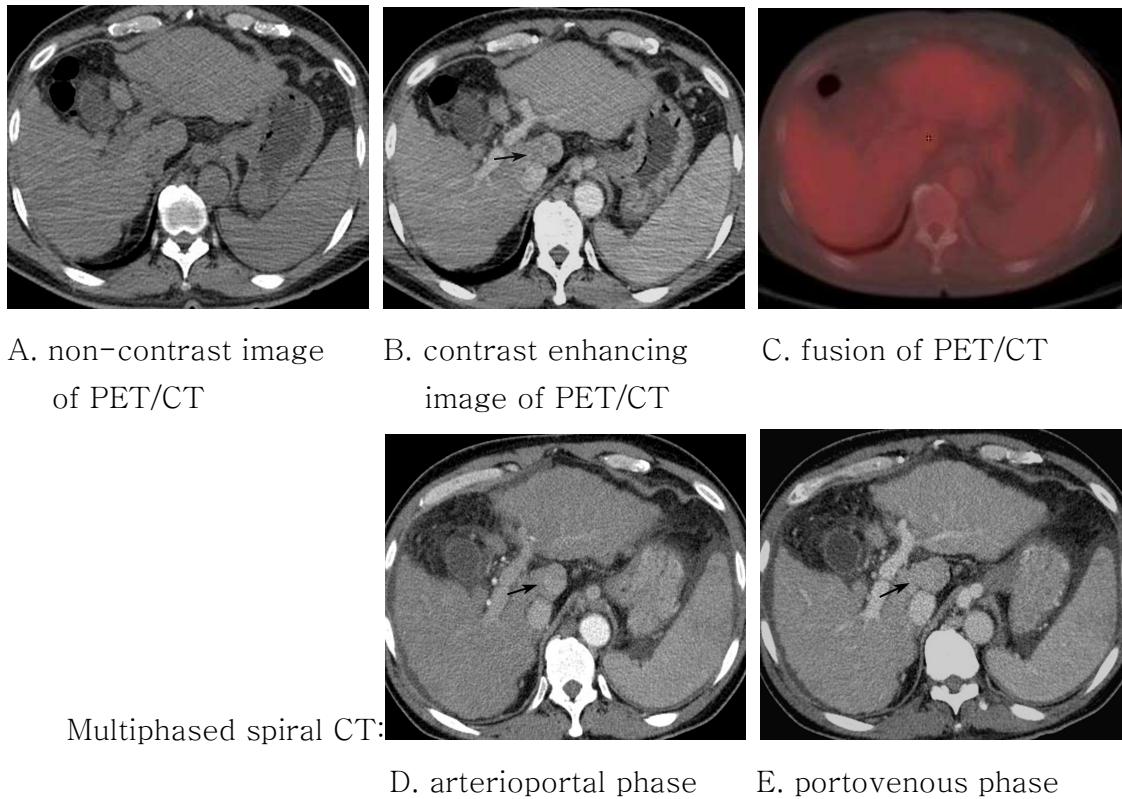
Missed nodular HCC (1.5 cm) on NCCT and PET of PET/CT, which was only detected on CECT component.
